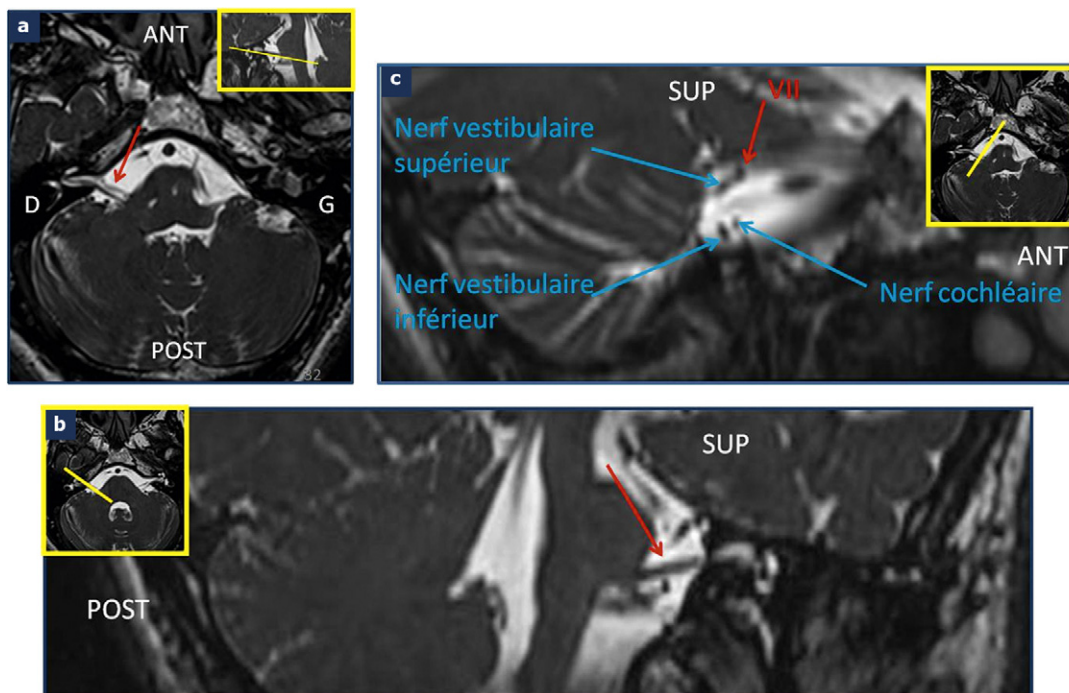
IRM en coupes axiales (a), sagittales (b) et coronales (c) T2 par rapport au plan du nerf facial droit : passage du VII au niveau de l'angle pontocérébelleux (a, b) puis dans le conduit auditif interne (c).
